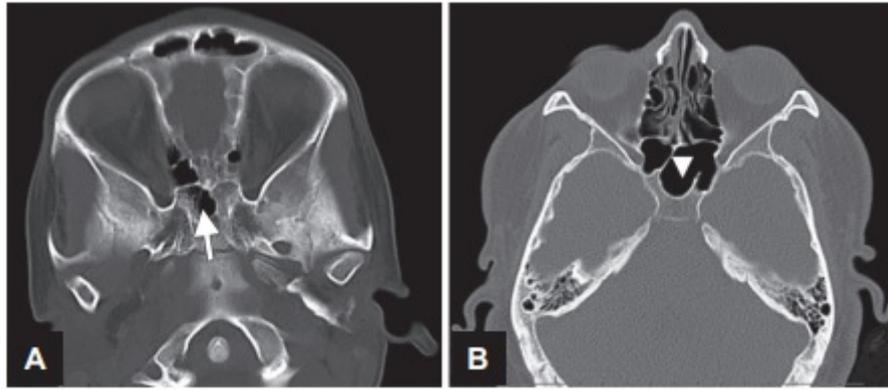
(A) Tomografía axial computarizada del cerebro de una niña de 10 años con un seno esfenoidal (flecha) que está comenzando a neumatizar; y (B) TC de senos axiales de un hombre de 29 años con seno esfenoidal desarrollado.
